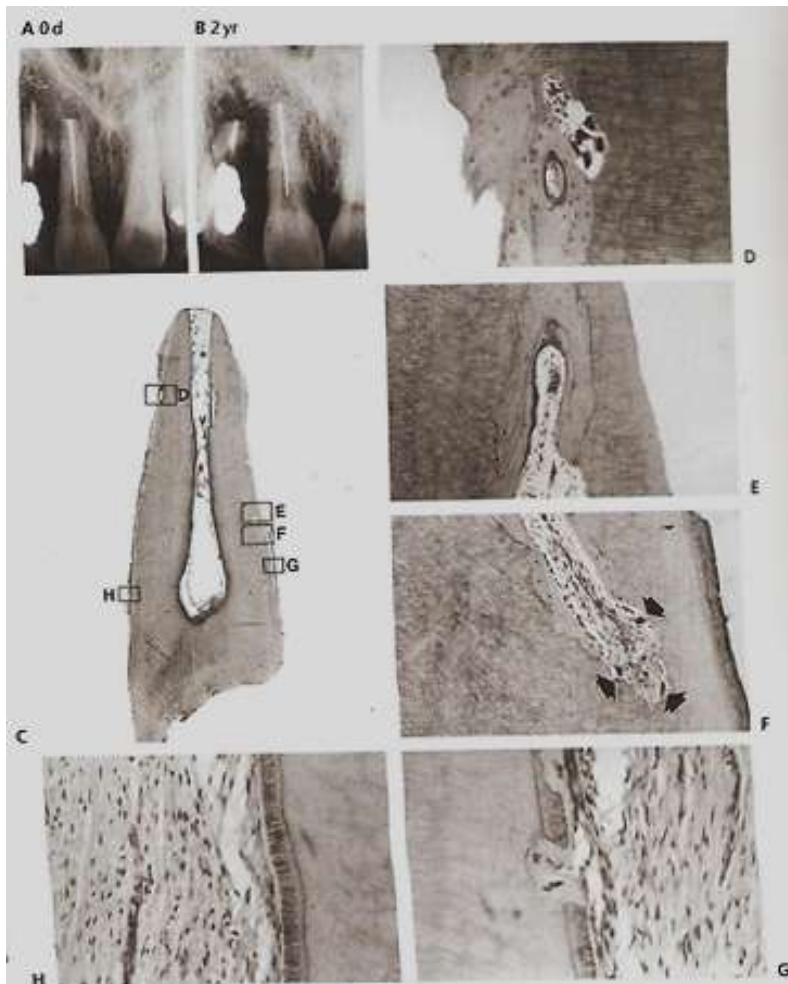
Anquilosis (reemplazo resorción) después de la reimplantación de un incisivo central derecho. A. Radiografía tomada inmediatamente después del reimplante. B. Condiciones en el momento de la extracción de 2 años después de la lesión. C. Vista a poco aumento del incisivo seccionado. D. Unión ósea entre la superficie de la raíz y el hueso alveolar circundante. Obsérvese la resorción de las lagunas con osteoclastos. x75. E. F. y reabsorción de reemplazo con la aposición de hueso y la resorción activa (flechas). x75. G. Superficie resorción reparar con cemento celular. x195. H. Zona con ligamento periodontal normal. x195.<sup>(9)</sup>
